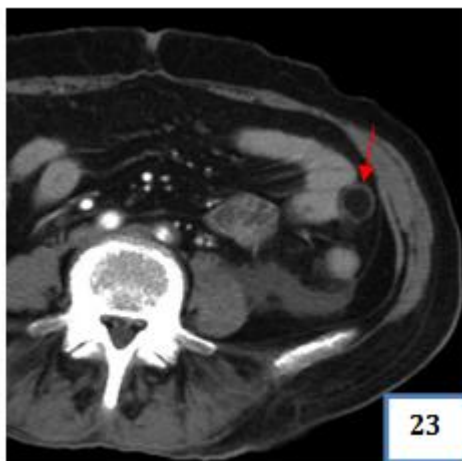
Patiente âgée 46 ans, qui s'est présentée aux urgences dans un tableau de pancréatite et chez qui une TDM abdominale a objectivé la présence d'une formation grasseuse latéro-colique gauche avec une paroi rehaussée après contraste faisant évoquer une appendagite.
